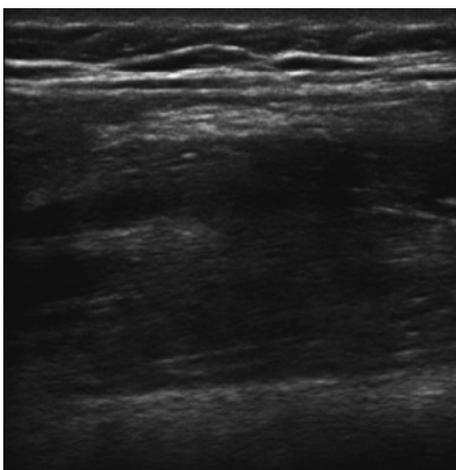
Postoperative ultrasound image of the rectus femoris.
